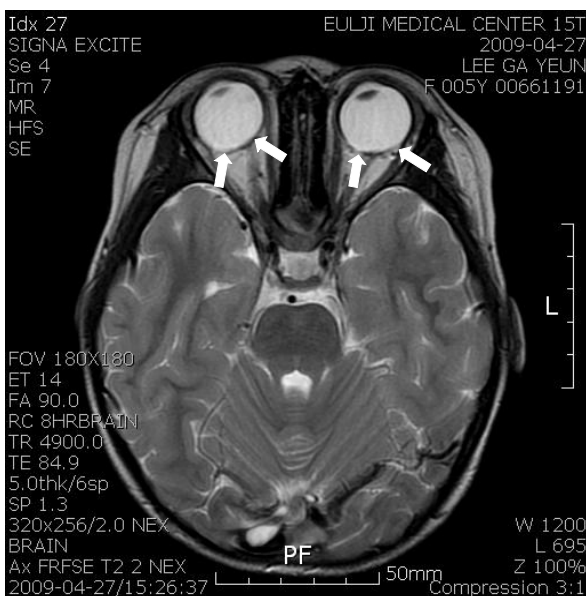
The brain magnetic resonance imaging (MRI) of the pediatric idiopathic intracranial hypertension patient at presentation. There were no specific findings like cerebral edema, brain tumor, and cerebral vascular abnormalities. According to flattening of the posterior sclera (white arrows), high cerebrospinal pressure was suggested.
